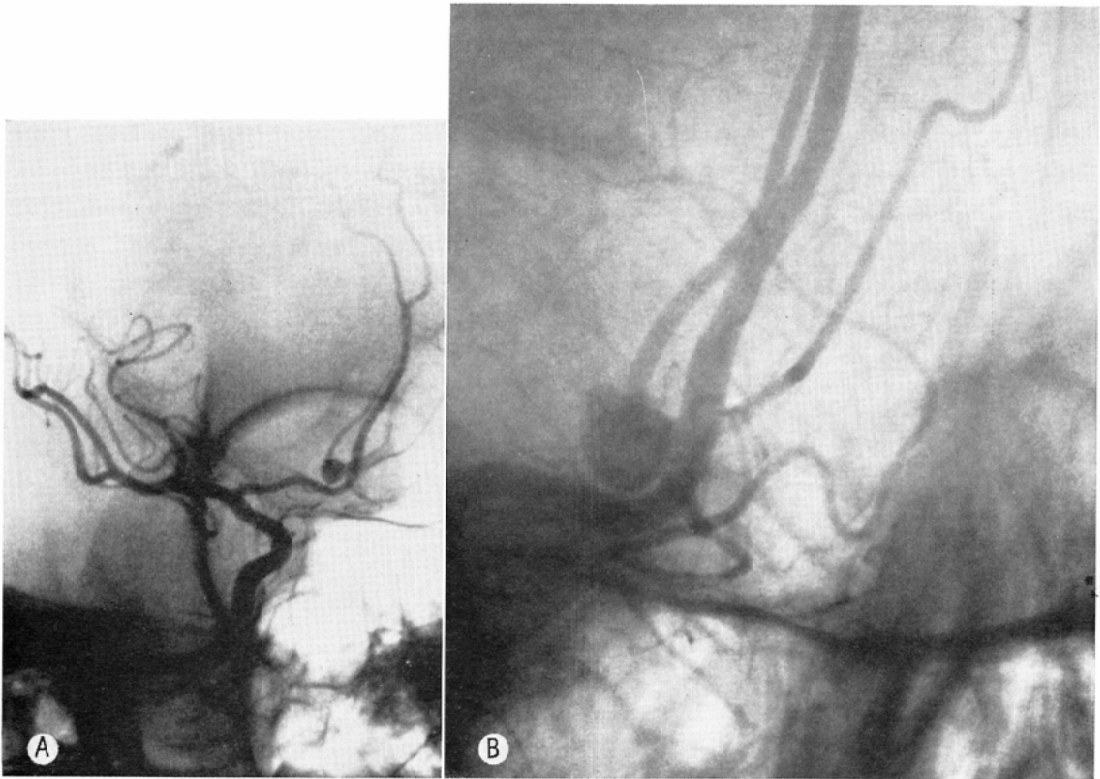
A 29 year-old man. Left Anterior Communicating Arterial aneurysm was demonstrated. A; normal radiograph, in oblique view. B; direct four times magnification radiograph, in oblique view. Margins of the aneurysm, broad based neck of the aneurysm, and peripheral small vessels were well shown. It was obviously observed that the A_1 portion was smaller than A_2 portion in caliber. Moreover small arteries superimposed on the aneurysm and anterior cerebral artery were clarified by magnification radiographs.
